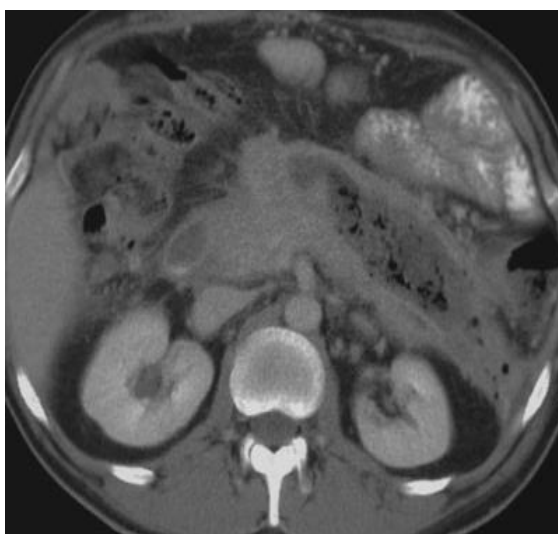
КТ-снимок пациента с панкреонекрозом до проведения этапных ВАРС
